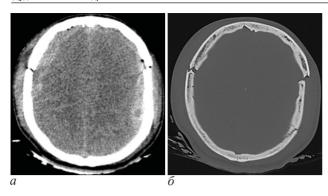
Клиническое наблюдение 3. Результаты многоспиральной компъютерной томографии головы: а – мягкотканный режим – видны субдуральные гематомы с 2 сторон, выраженный отек мозговой ткани; б – костный режим – визуализируются множественные переломы костей свода черепа
